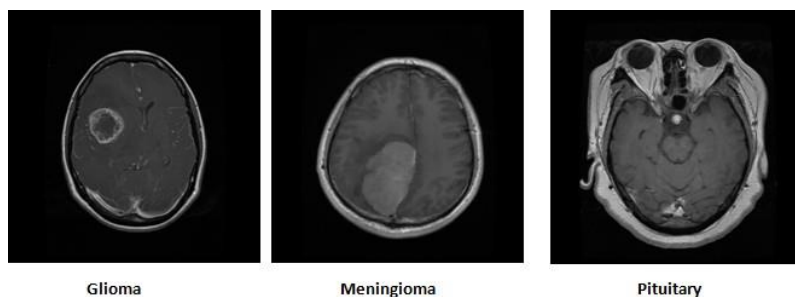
Exemples d'images IRM de la deuxième base.
